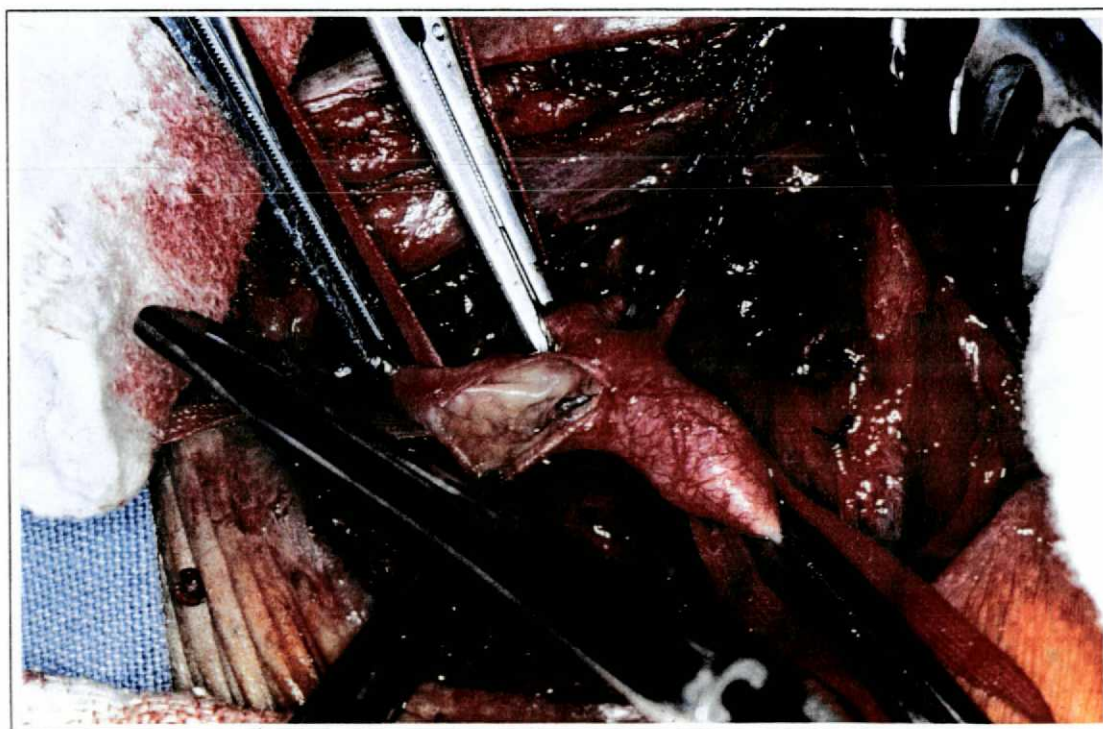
ASPECTO DA ARTÉRIA CARÓTIDA, APÓS RETIRADA DA PLACA ATEROMATOSA
